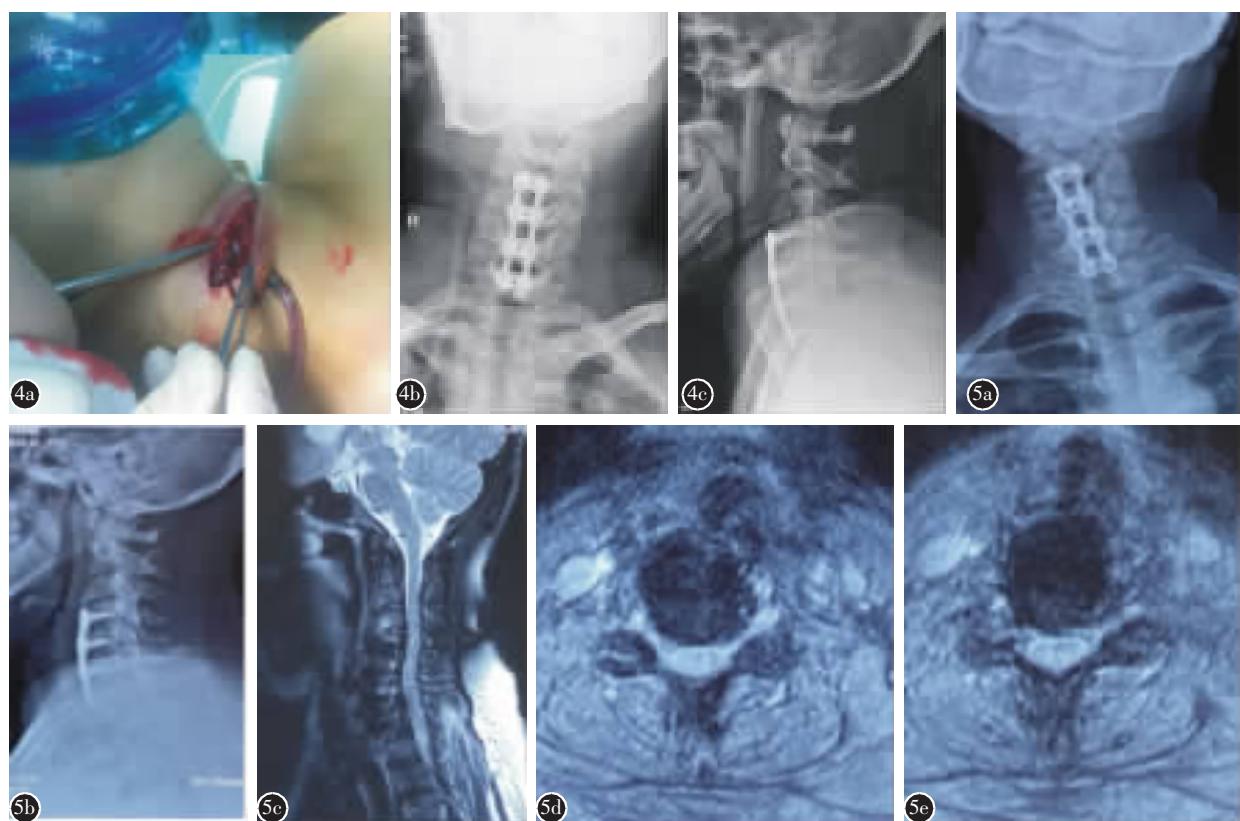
a 床旁行椎前血肿清创术,可见大量血凝块自椎前间隙延伸至皮下 b 术后颈椎X线正位片示颈椎内固定位置良好 c 术后颈椎X线侧位片(2020.07)示颈椎术后曲度改善明显 图5 术后6个月颈椎X线片(a,b)示颈椎内固定位置良好,MRI检查(c~e)示患者颈髓无明显受压,T2加权像脊髓仍有少量高信号,较术前略有改善
